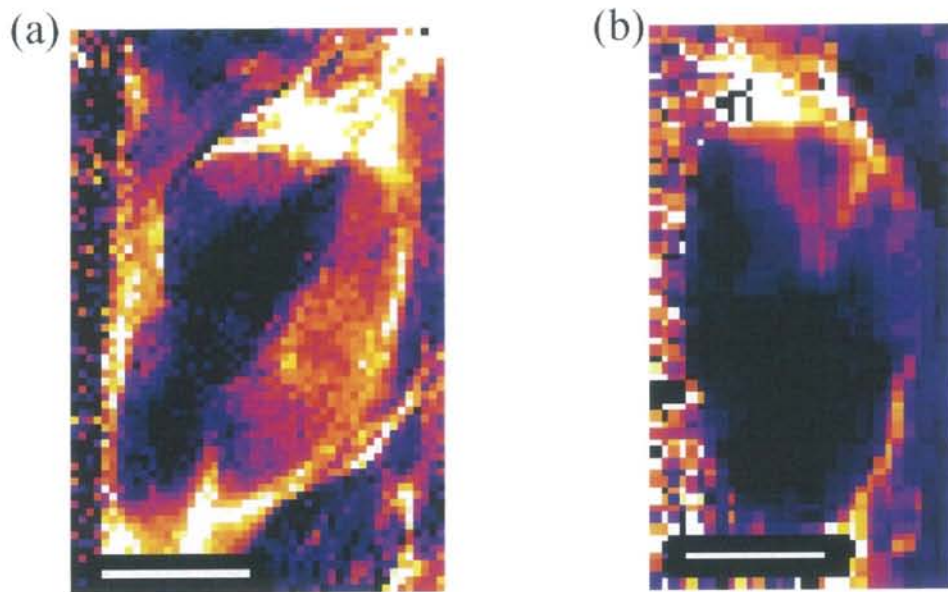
造影剤投与後 180 秒後の 2D FLASH (a) と 3D FLASH (b) DCE-MRI によって導出された $C(t)$ map。画像左下のスケールバーは 3 mm を表す。
